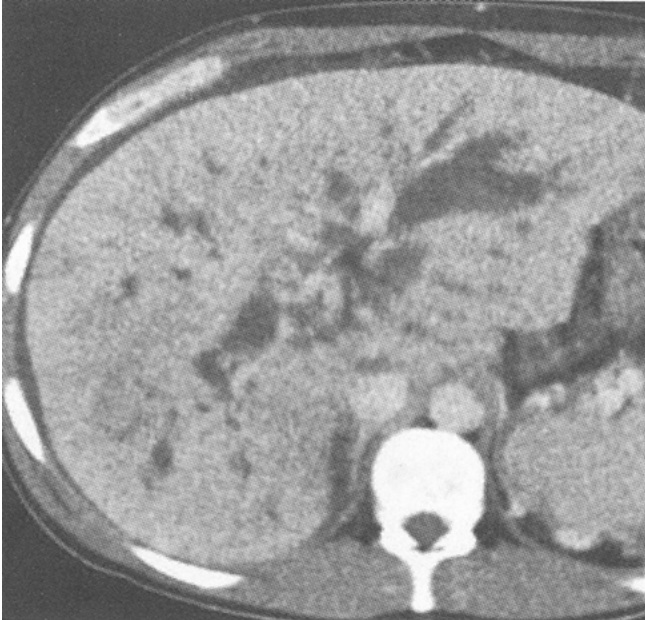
При МСКТ с болюсным контрастированием определяется неравномерное расширение внутрипеченочных желчных протоков
